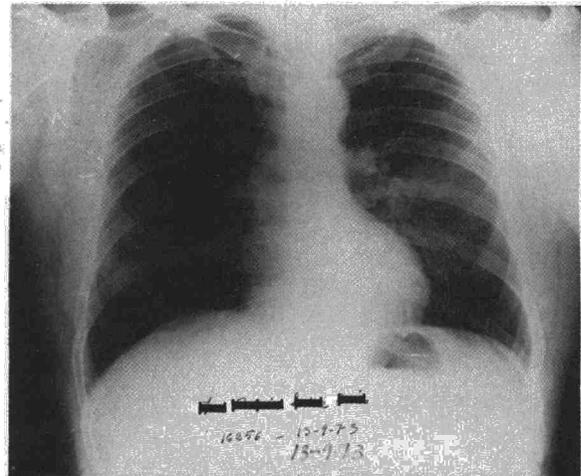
Radiografía PA de tórax en 1973. Imagen mal definida parahiliar izquierda.
